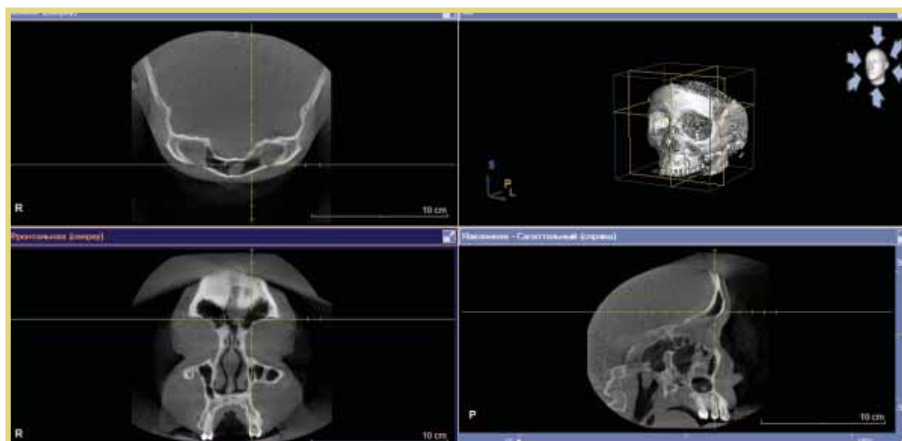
3D-КТ в 3 проекциях (аксиальной, коронарной и сагиттальной): воздушность левой лобной пазухи восстановлена; 14-е сутки после эндоскопической эндоназальной фронтотомии
